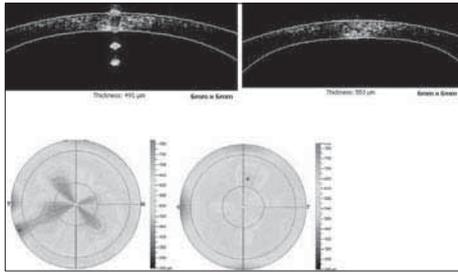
Томограмма и корневая топограмма роговицы здорового (слева) и больного (справа) глаза пациента в далекозашедшей стадии синдрома Чандлера.
